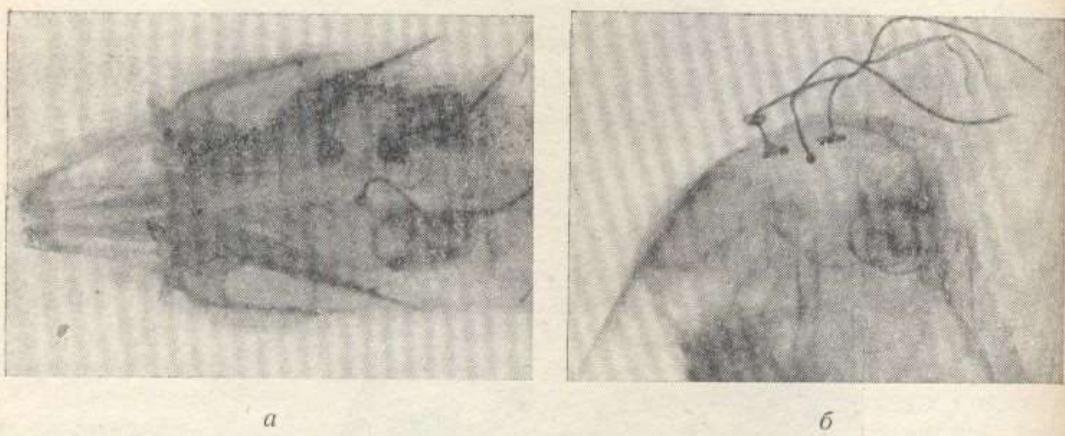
Рентгенограма голови кролика з вживленими електродами і термопарою (кролик № 13).
